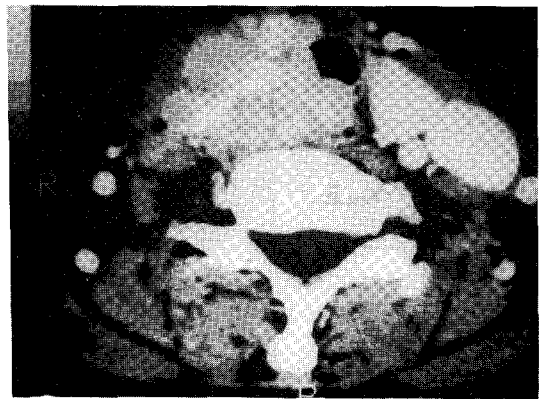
Axial CT scan showing large right thyroid mass invading trachea and esophagus.
